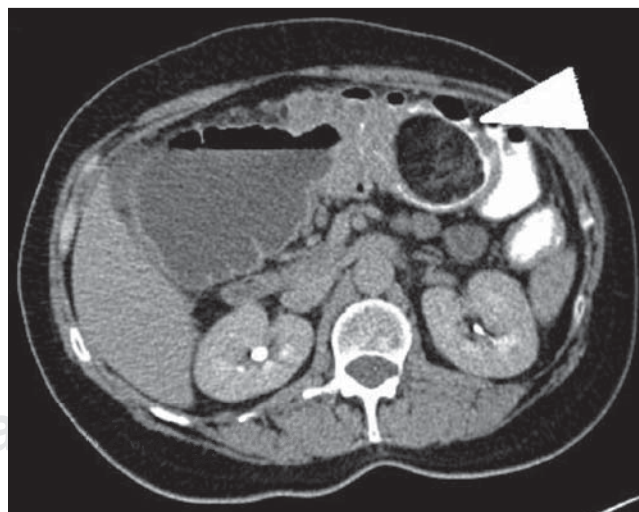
Tomografía contrastada de abdomen; la flecha blanca señala colon transverso con pared engrosada, así como imagen intraluminal, bien delimitada, de bordes regulares, con densidad de tejido graso que no muestra cambios a la administración de contraste endovenoso.
